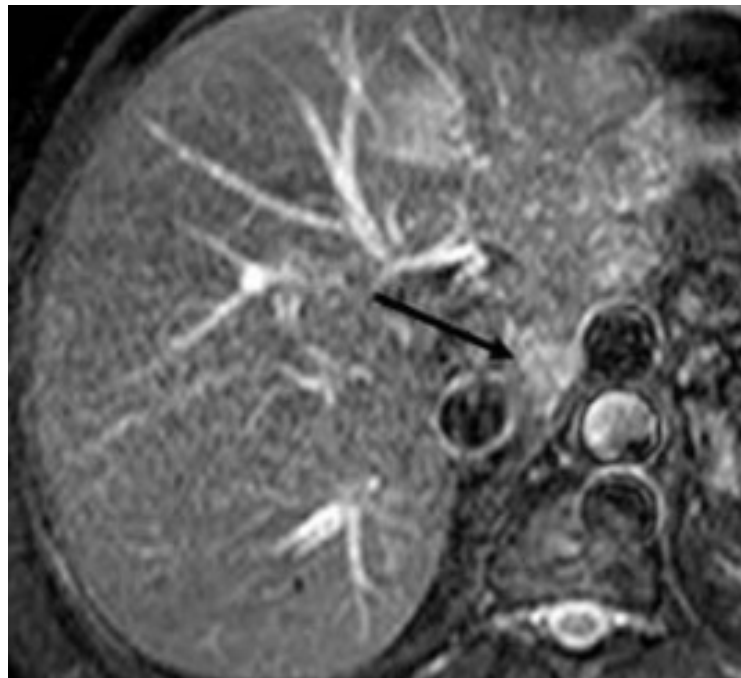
Chez le même patient, IRM, coupe axiale en pondération T2, la lésion est mieux caractérisée par une hyper-intensité modérée par rapport au reste du parenchyme.
